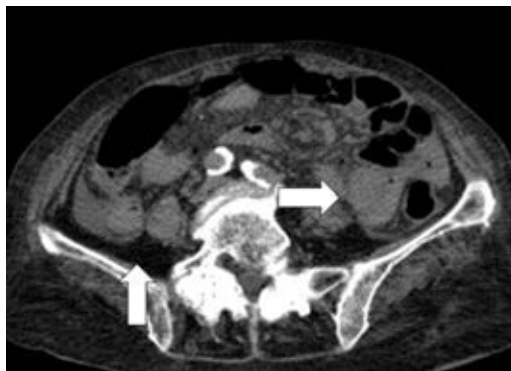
Tomografía simple de abdomen, donde se observa neumoperitoneo y líquido libre en corredera parietocólica (flecha blanca).
